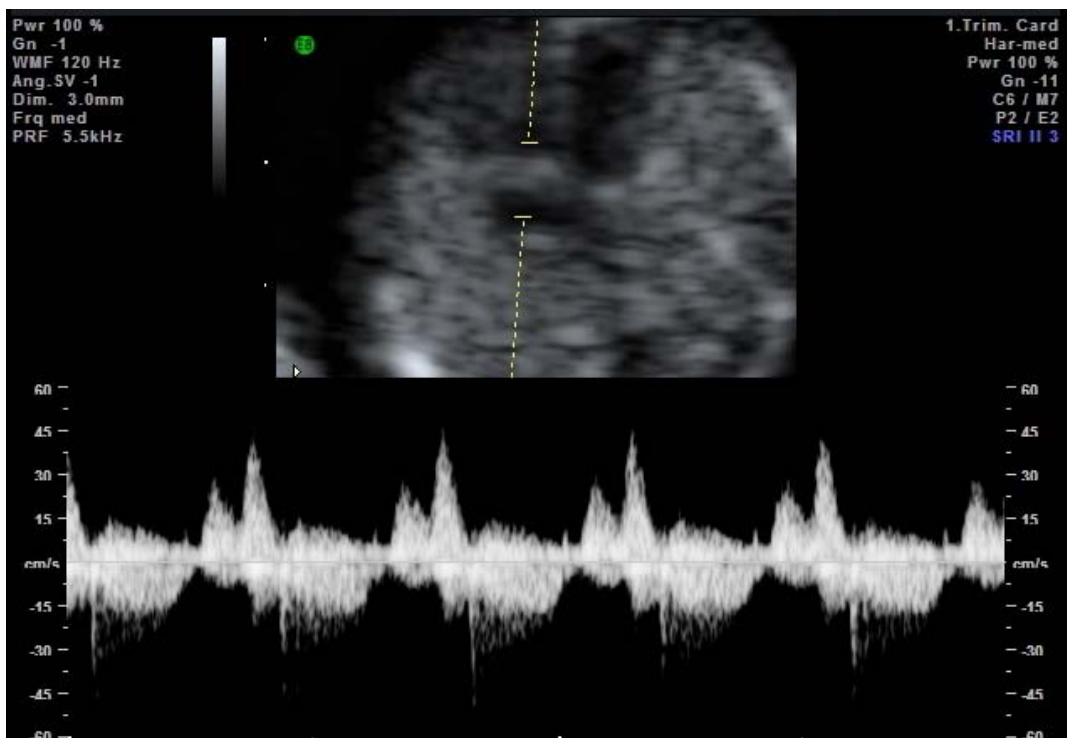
Doppler tricuspide normale a 12 settimane di gestazione in una paziente con diabete pregestazionale.
